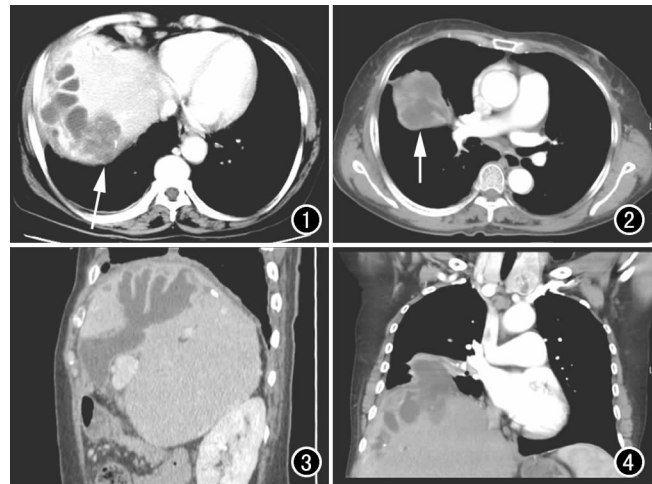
肝脏横轴面 CT 增强扫描实质期图像示肝右叶膈顶部胆管明显扩张, 管壁增厚、强化明显, 末梢胆管内可见斑点状结石; 右后叶靠边缘可见类圆形低密度团块灶(箭), 与胆管分界不清, 密度不均匀, 稍高于扩张胆管内的胆汁, 团块内见小斑片状轻度强化; 右膈上心包旁淋巴结增大。图 2 胸部纵隔窗横轴面增强图像示右肺中叶类圆形团块灶(箭), 边界尚规整, 密度不均匀, 其内可见不规则液性区域, 其余部分呈轻中度强化。图 3 肝脏增强扫描矢状面重组图像示肝内胆管至肝门部胆管显著扩张, 呈枯树枝状, 管壁增厚且强化明显, 末梢小胆管内可见小结石。图 4 胸部纵隔窗增强扫描冠状面重组图像示低密度团块灶形态不规则, 贯穿膈肌上下, 膈下部分与胆管关系密切; 扩张胆管内见斑点状高密度结石及结节状稍高密度结石。
